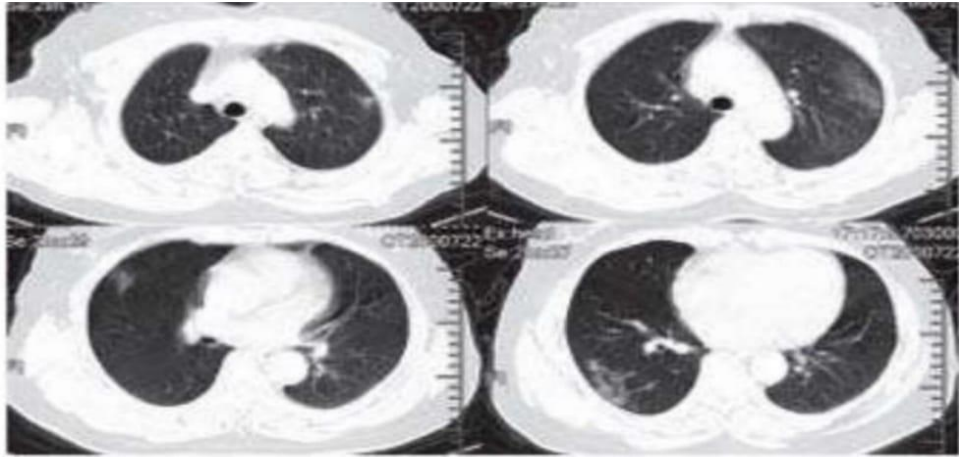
CT-Scan torakss pasien COVID-19 di Wuhan. Laki laki 40 tahun menunjukkan multiple lobular bilateral dan area subsegmental konsolidasi hari ke-15 setelah onset gejala²⁸.
